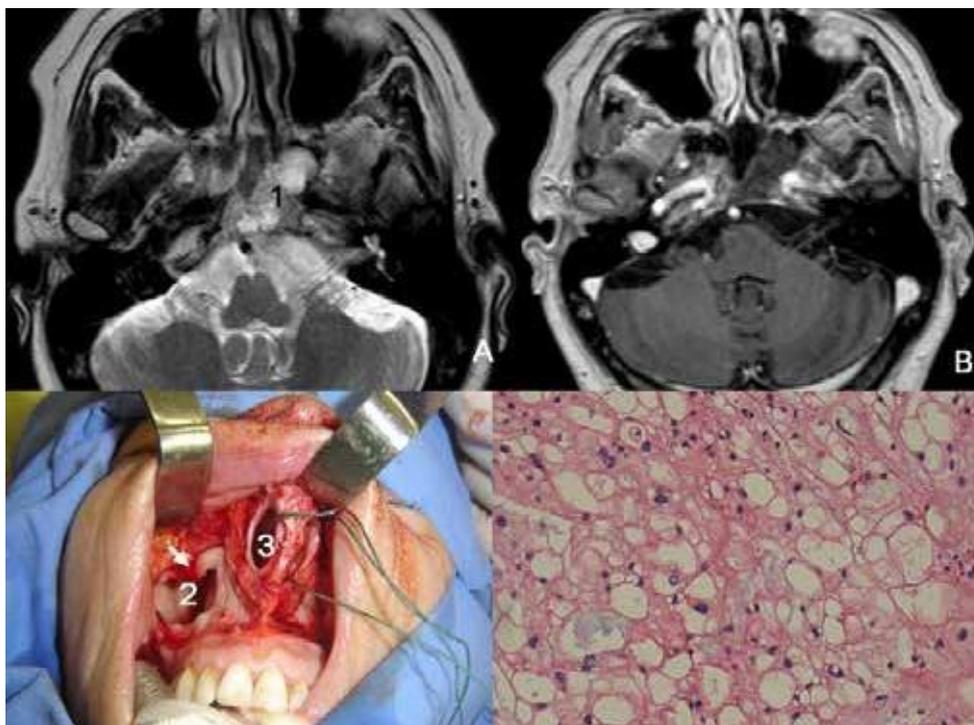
(A) Ressonância Magnética coronal em T2, evidenciando lesão expansiva no clivus (1). (B) Mesma lesão visualizada em T2. (C) Abordagem cirúrgica. A seta indica o ramo infra-orbital do ramo maxilar do nervo trigêmeo. (2) Seio Maxilar, (3) abertura piriforme. Na técnica original não é realizada a exposição completa da abertura piriforme, como neste caso. (D) Anatomopatológico evidenciando células vacuoladas, uma das características histológicas dos cordomas. Técnica H/E com aumento de 400X.
